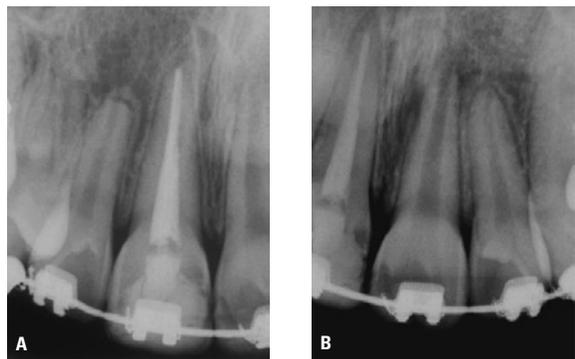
Custo biológico do tratamento ortodôntico. Radiografias periapicais dos incisivos superiores (A, B).
